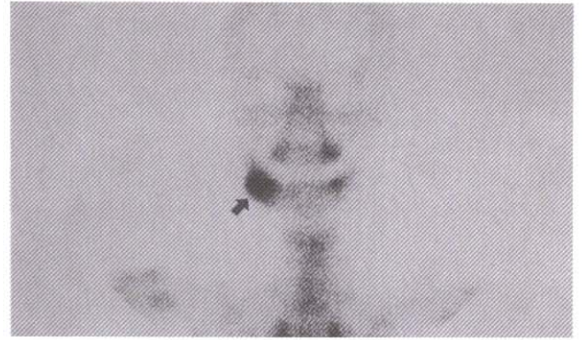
핵의학 검사. 우측 하악골 부위에서 방사선 동위원소 침착이 증가됨
